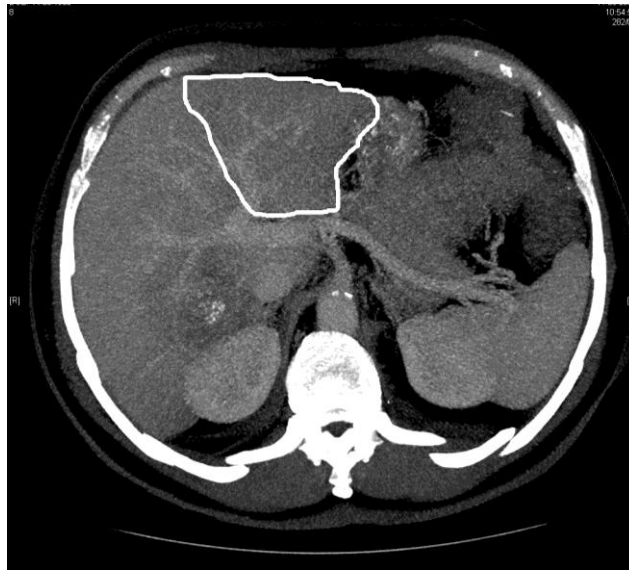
КТ-зріз печінки з виділеним запланованим печінковим залишком.
